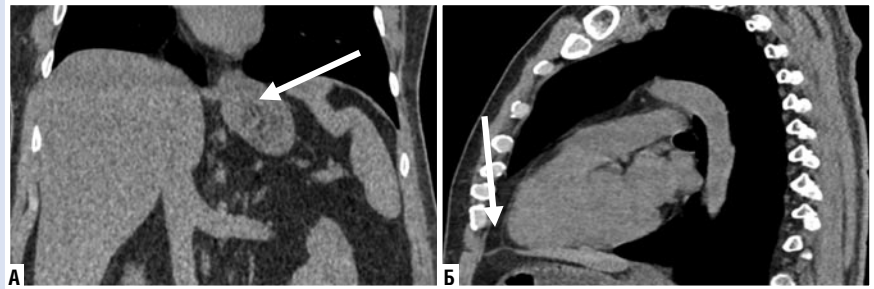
Контрольная мультиспиральная компьютерная томография (через 6 месяцев). А — фронтальный срез. Сформированная фундопликационная манжета по методике floppy-Nissen. Б — Сагиттальный срез. Отсутствует дефект в диафрагме, нет пролабирования органов брюшной полости в переднее средостение.
